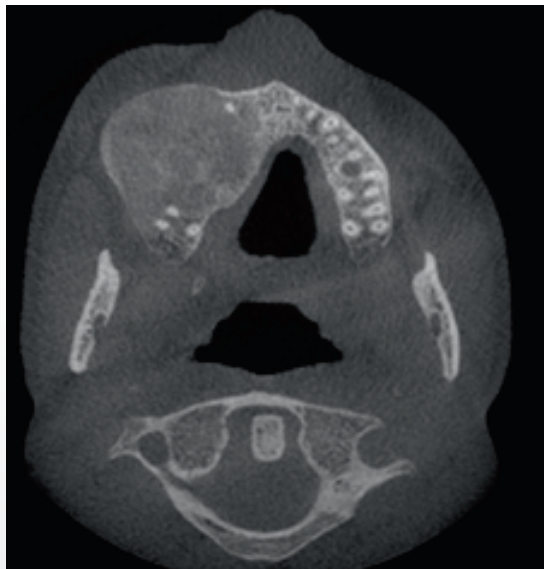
Præoperativ CT-scanning viser en højresidig radiopak struktur svarende til for- og later Alvæggen af overkæben.
